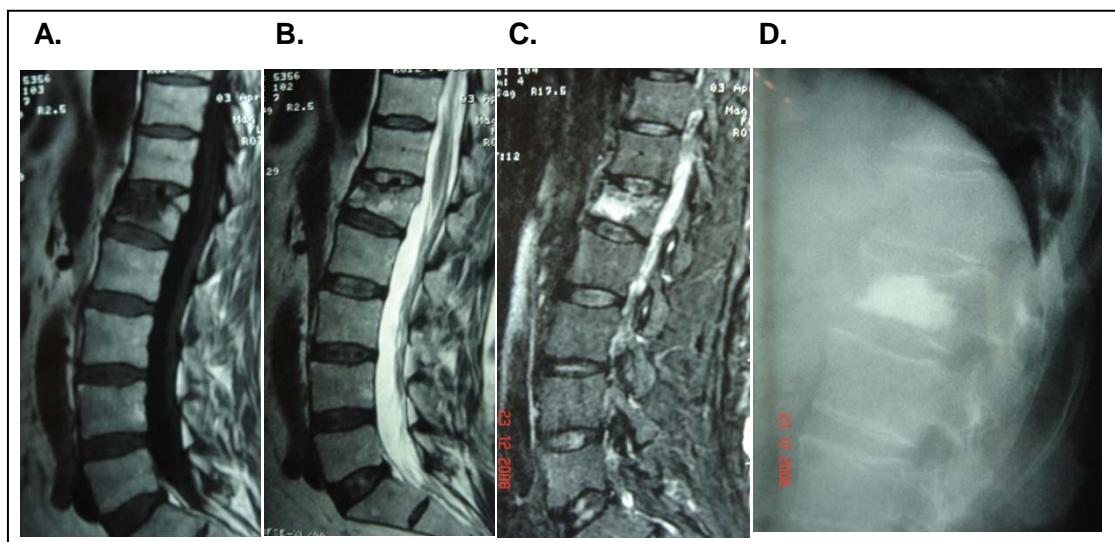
Varón de 45 años que sufre caída por las escaleras y presenta una fractura de L1 tratada inicialmente de forma conservadora. Evolución favorable con persistencia de dolor y limitación funcional importantes a los 6 meses (EAV: 8). En estudio de RMN se aprecia fractura de L1 con un edema importante (hiposeñal en T1 (A) e hiperseñal en T2(B) y STIR(C)). Se realiza una CP (D) con resultado satisfactorio (EAV: 0 a las 24 h. y se mantiene al año).
